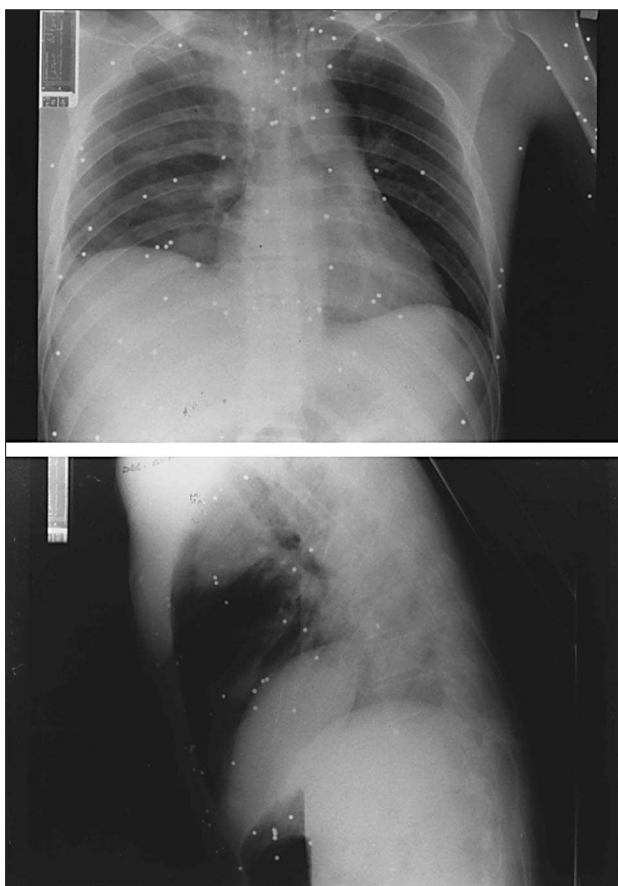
Radiografías simples de tórax postero-anterior (superior) y lateral (inferior) obtenidas en decúbito, en las que se aprecian imágenes múltiples de pequeño tamaño y densidad metálica en tórax y regiones adyacentes. Se aprecia también un velamiento del hemitórax derecho compatible con la existencia de un derrame pleural derecho.
